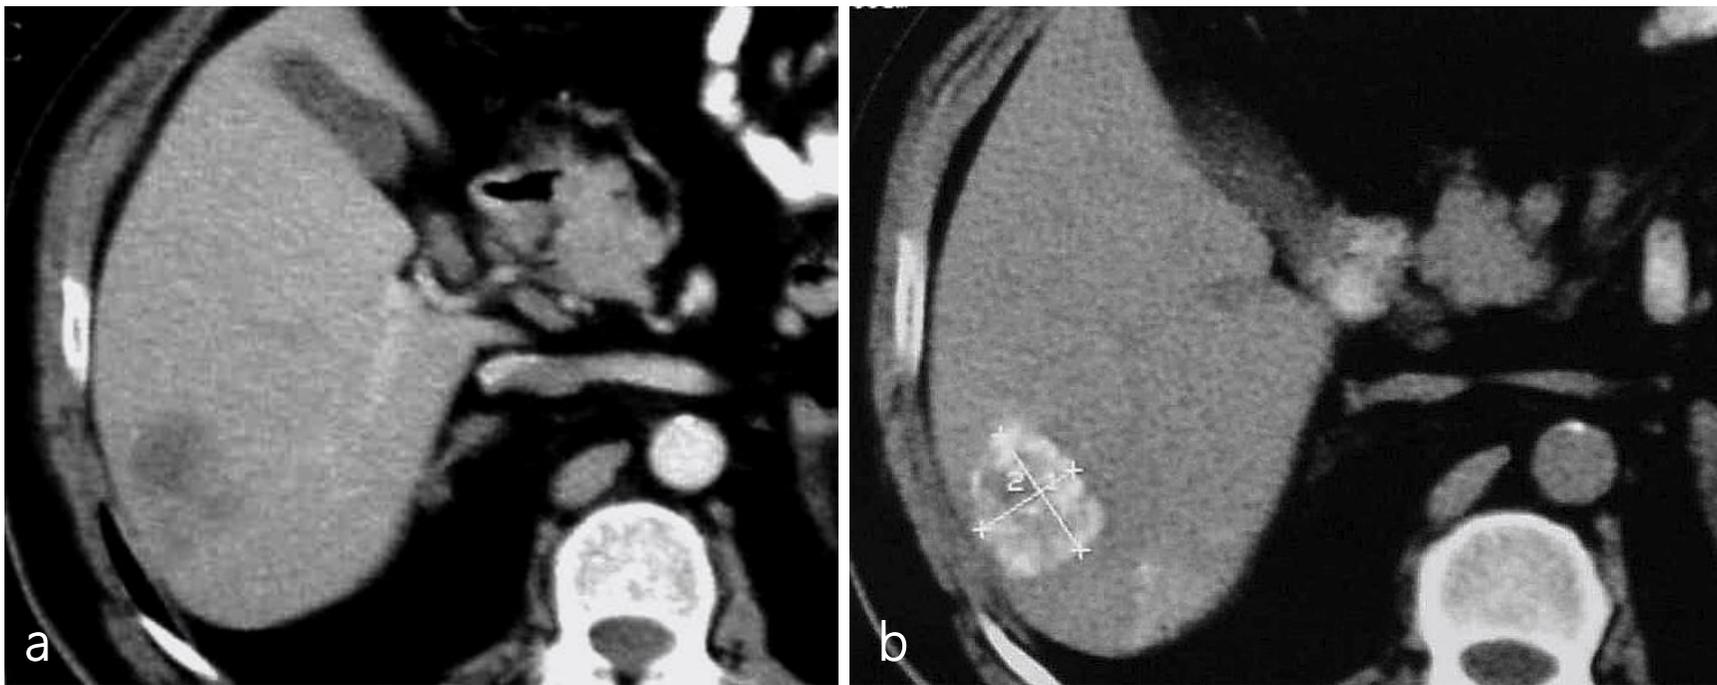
TC realizada antes (a) e depois (b) da quimioembolização transarterial (TACE) de uma massa hepática: o material embolizante hiperdenso (Lipiodol) se acumula nos pequenos vasos da lesão.
